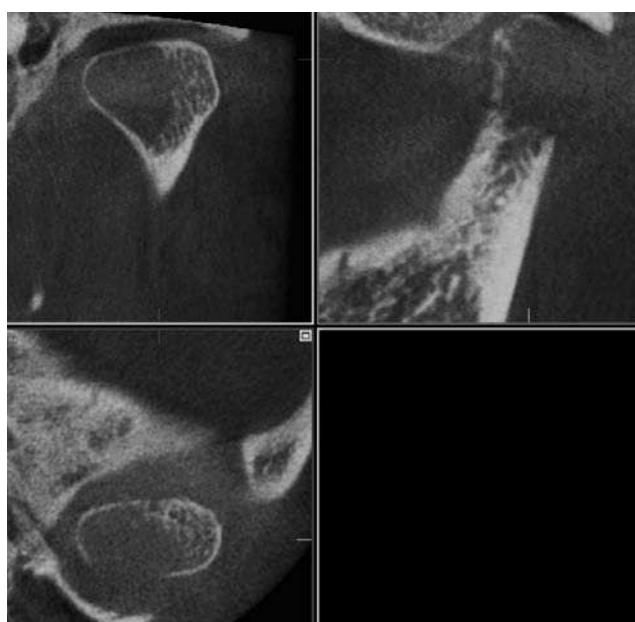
Planos coronal (arriba izquierda), sagital (arriba derecha) y axial de la tomografía volumétrica digital
